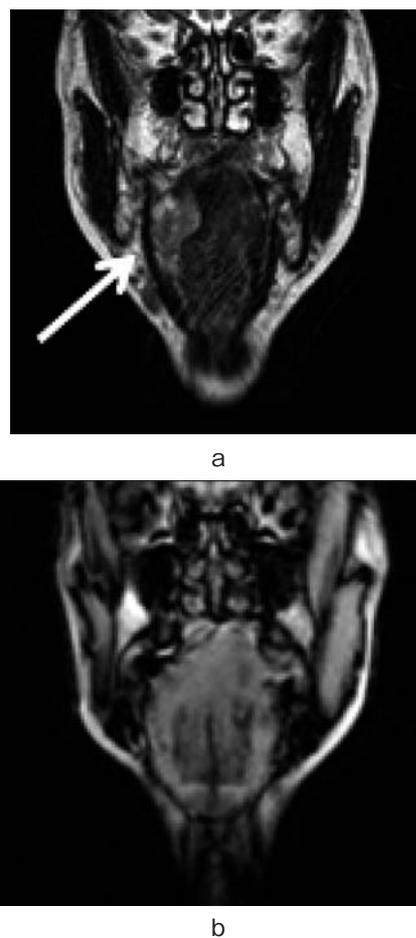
(a) Pre-chemotherapy. MRI showed a solid mass in the tongue of right side. (b) Post-chemotherapy. MRI showed no evidence of solid mass.
